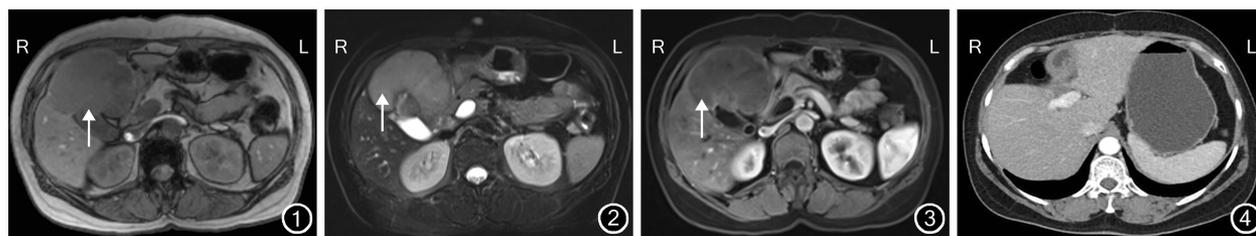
患者腹部 MRI 检查 T1 期示肝脏肿瘤病灶呈低信号(↑),侵犯胆囊底部,未侵犯胆囊体 图 2 患者腹部 MRI 检查 T2 期示肝脏肿瘤病灶为高信号(↑),边界清晰 图 3 患者腹部 MRI 检查动脉期示肿瘤边缘轻度强化(↑) 图 4 患者术后 1 年复查 CT 未见肿瘤复发
